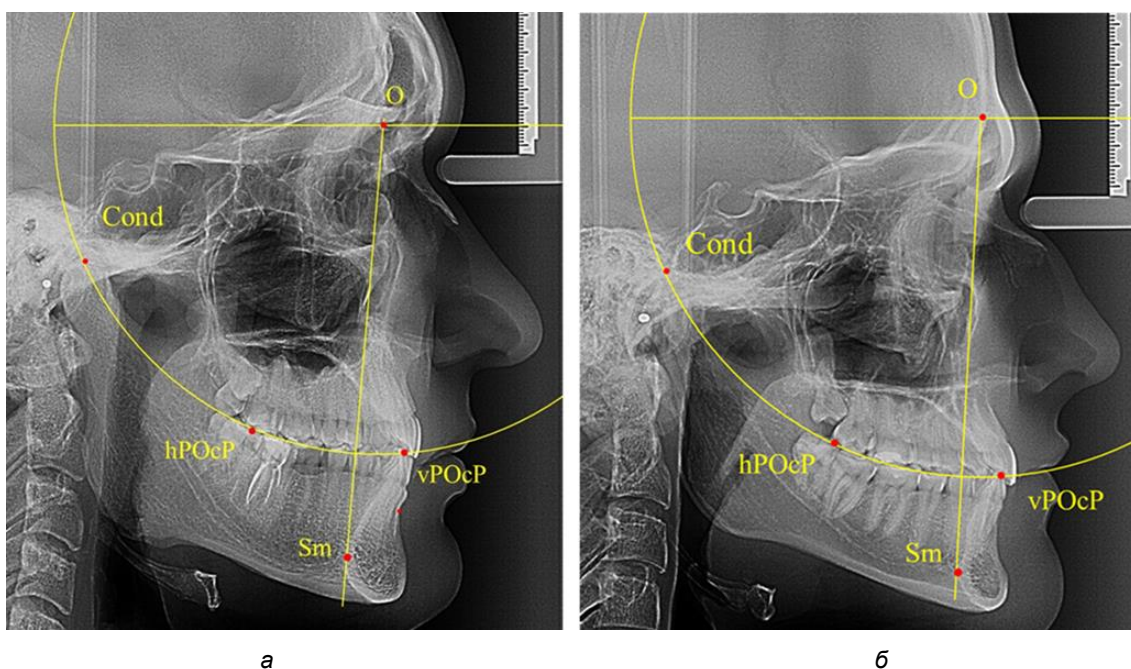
Положение первых верхних премоляров при ретрузии с широкими (а) и средними (б) размерами подбородка
